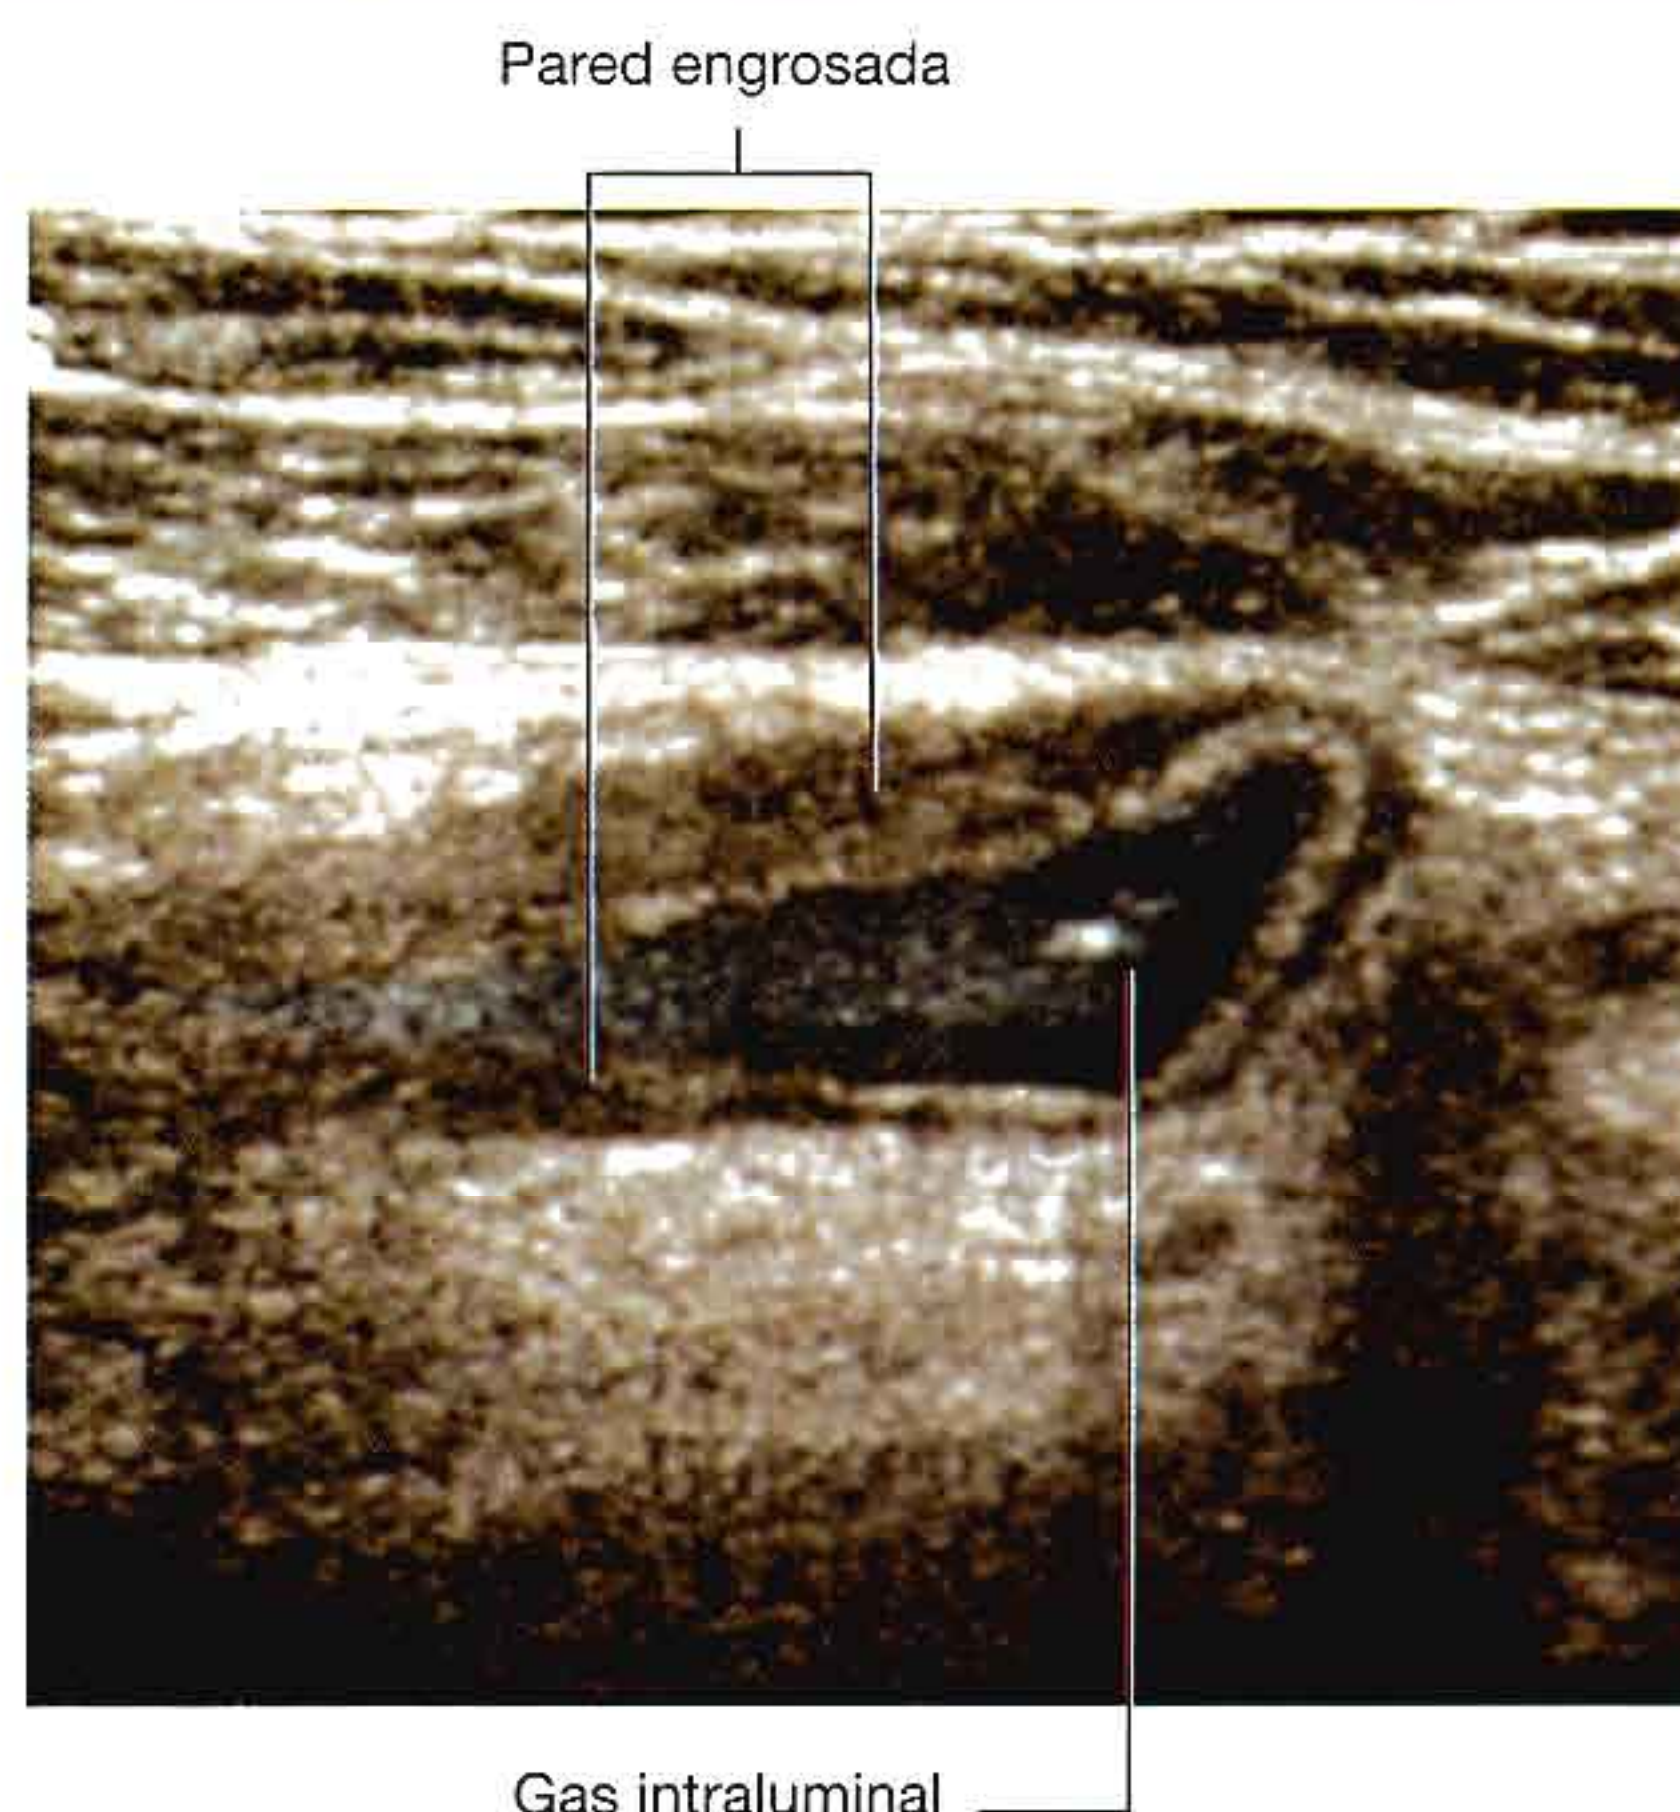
Apéndice inflamado. Ecografía.
